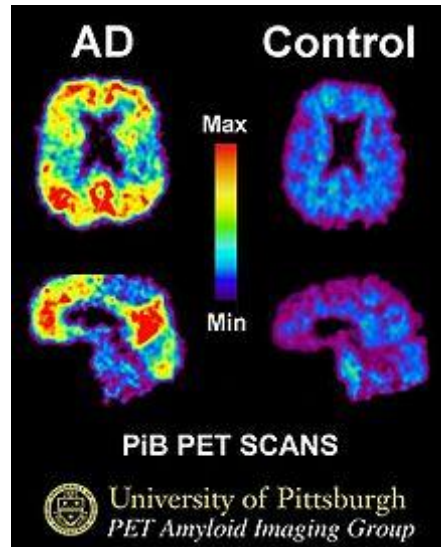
http://it.wikipedia.org/wiki/File:PiB_PET_Images_AD.jpg
